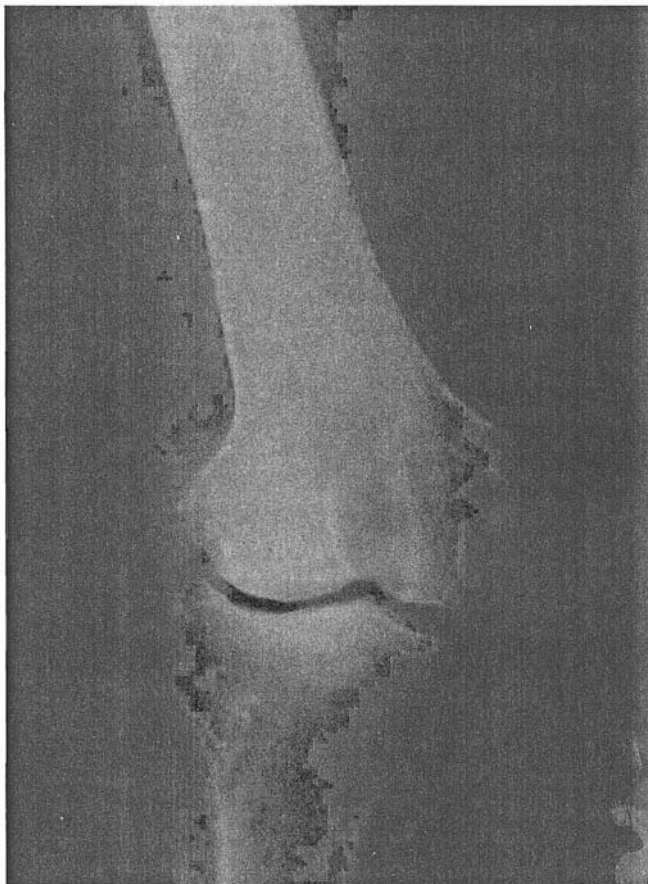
Radiografía anteroposterior de un paciente de 65 años. Se aprecia la rótula hipoplásica en situación lateral y cambios secundarios en la rodilla (cóndilo femoral externo hipoplásico, rotación de la tibia y genu *valgum*).
